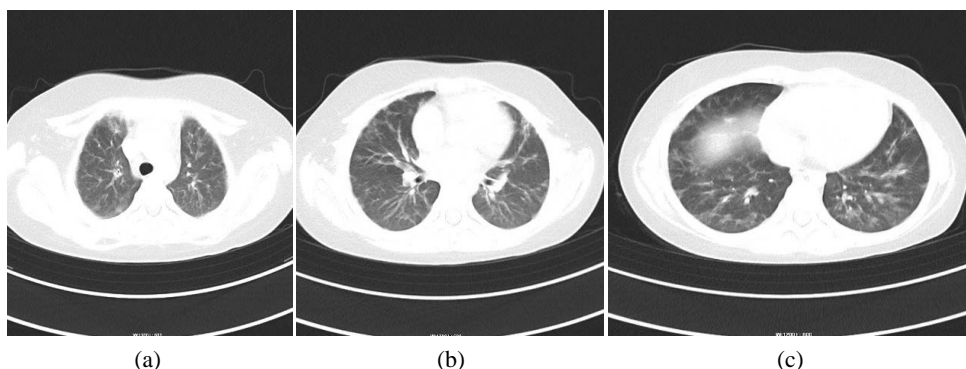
Chest CT results of patients on September 2: The texture of both lungs is thickened and blurred, the light transmittance of both lungs is uneven, and multiple patchy and cord-like shadows are scattered in both lungs, and the boundaries are blurred and the extent is narrower than before
